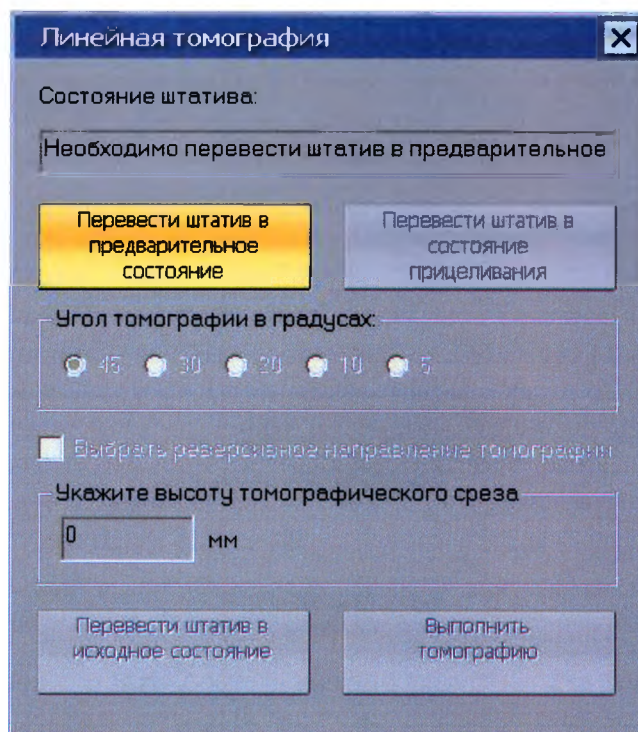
Пульт управления штативом в режиме линейной томографии
